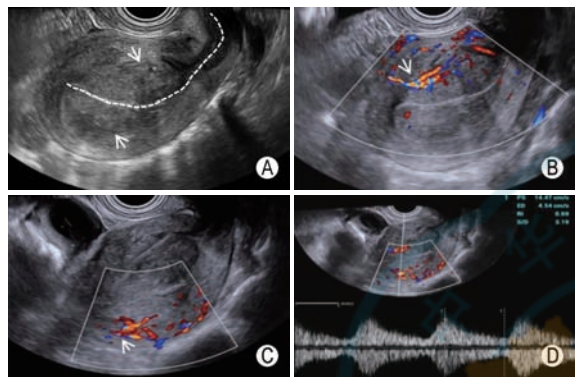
子宫内膜息肉样腺肌瘤超声特征表现 A: 病灶呈等回声团, 边界清晰, 边缘规整, 内部回声均匀 (白色箭头, 白色虚线为宫腔线); B、C: 可见血供来自于前壁及后壁肌层, 呈树枝状 (白色箭头); D: 可测及中等阻力动脉频谱
